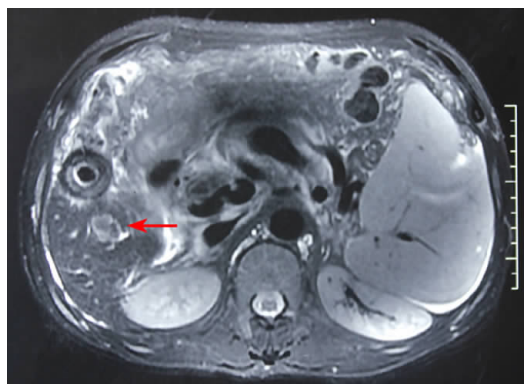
1 例一期手术前肿大的脾脏及肝肿瘤大小及部位(见箭头)的 MRI 影像
